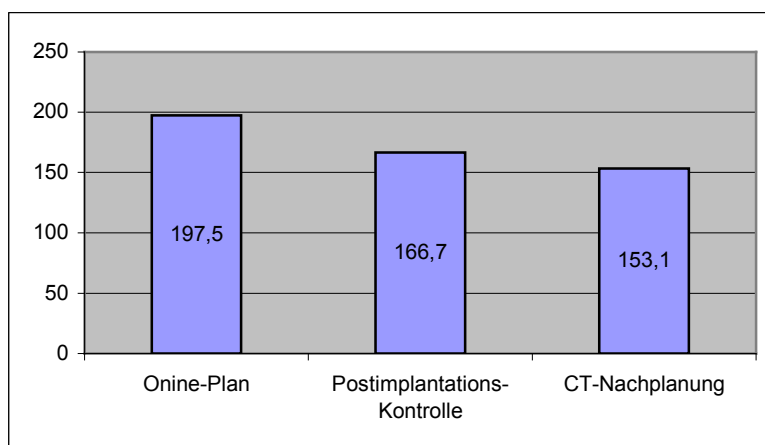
D90 (Gy) der Online-Planung, der Postimplantationskontrolle und der CT-Nachplanung (SD $\pm 9,8$ Gy, $\pm 18,3$ Gy bzw. $\pm 22,7$ Gy)
